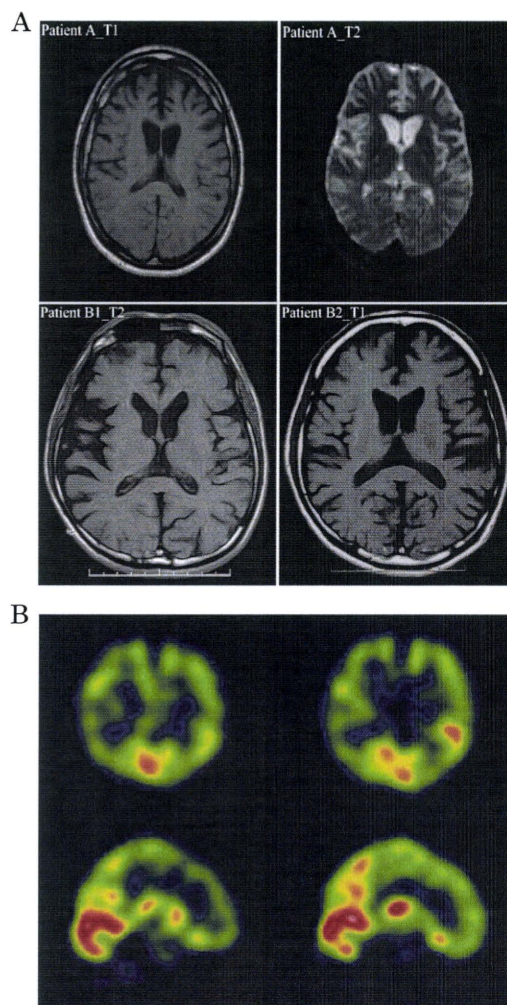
患者 A, B1, B2 の頭部 MRI (A) 及び患者 B1 の SPECT (B)
